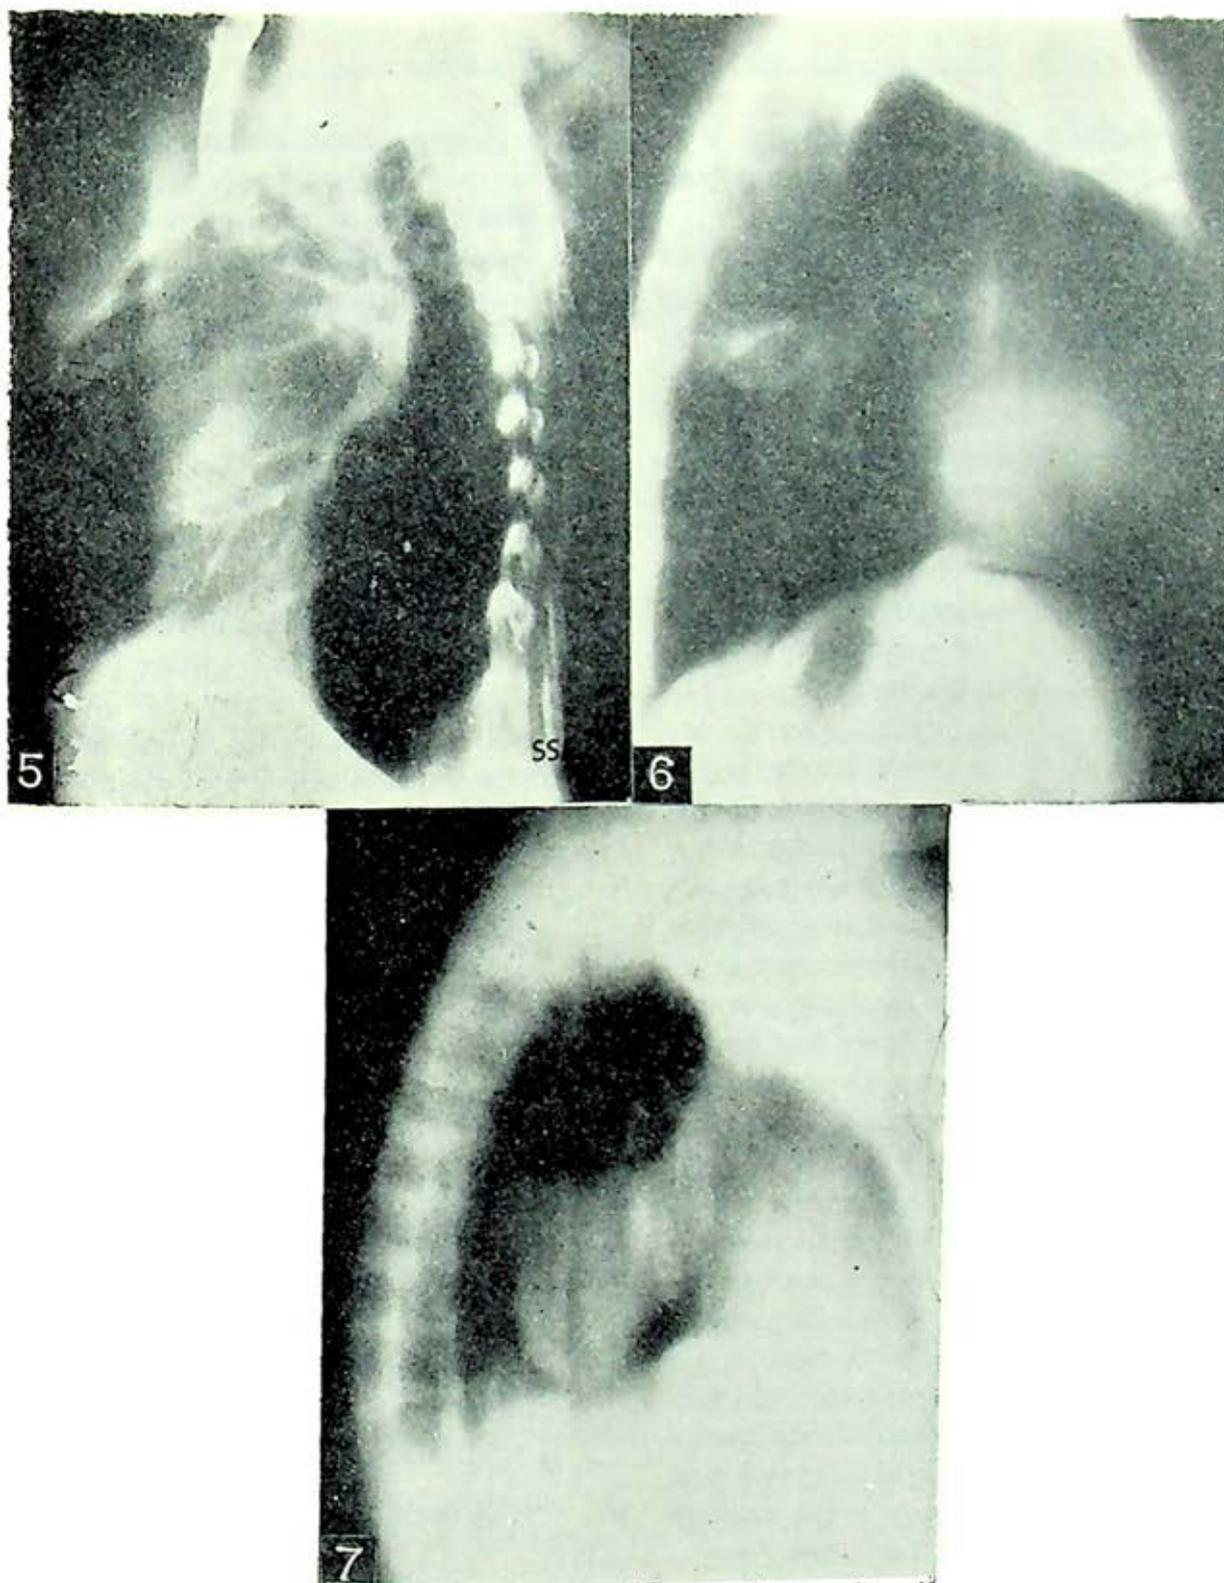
Tomografía O.D.P. Hilio pulmonar retraído hacia arriba. Cavidad residual postresección pulmonar.
